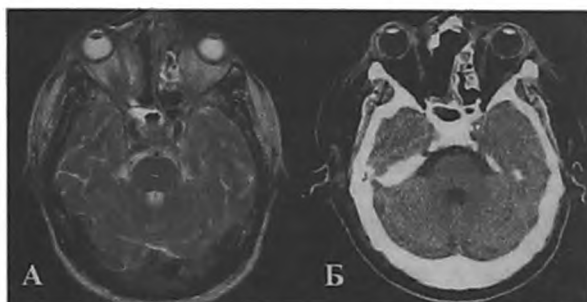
Диагностические данные контрольной нейровизуализации. А – МР томограмма, Б – КТ томография в отдалённом периоде наблюдения (22 мес.).
